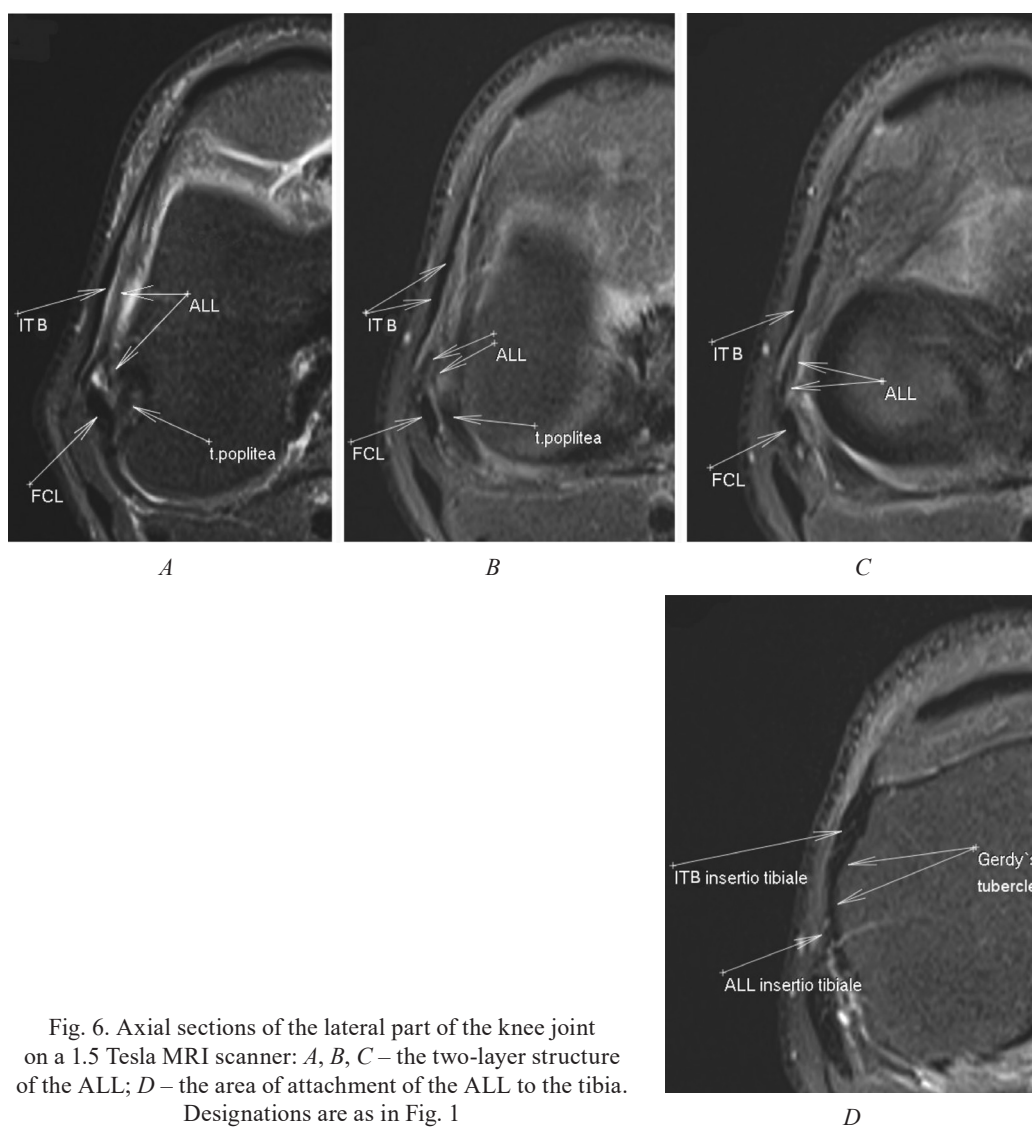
Axial sections of the lateral part of the knee joint on a 1.5 Tesla MRI scanner: *A, B, C* – the two-layer structure of the ALL; *D* – the area of attachment of the ALL to the tibia. Designations are as in Fig. 1
